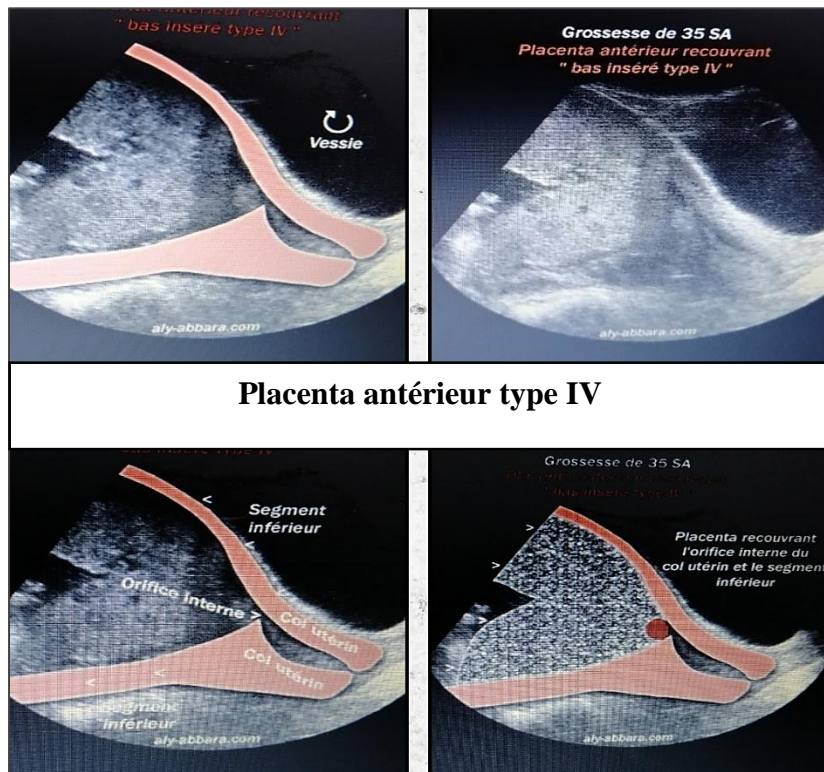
image échographique placenta prævia antérieur type IV
